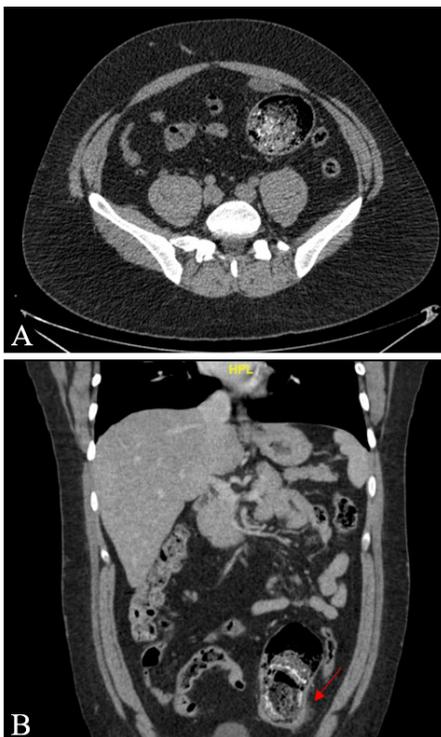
Tomografía computada. Gran divertículo del colon sigmoideales con contenido estercoráceo calcificado y gas en su interior en cortes transversal (A) y coronal (B), en el cual se observan cambios inflamatorios de la pared y del tejido adiposo adyacente (flecha).
